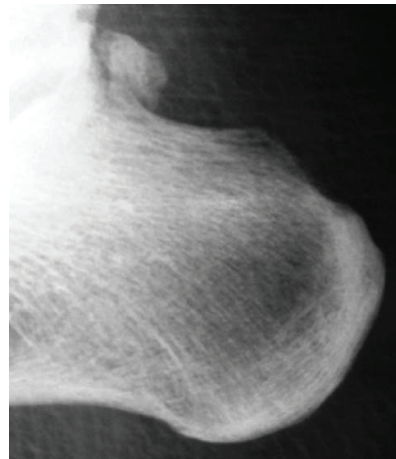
Рентгеновский снимок пяточной кости в боковой проекции после операции
